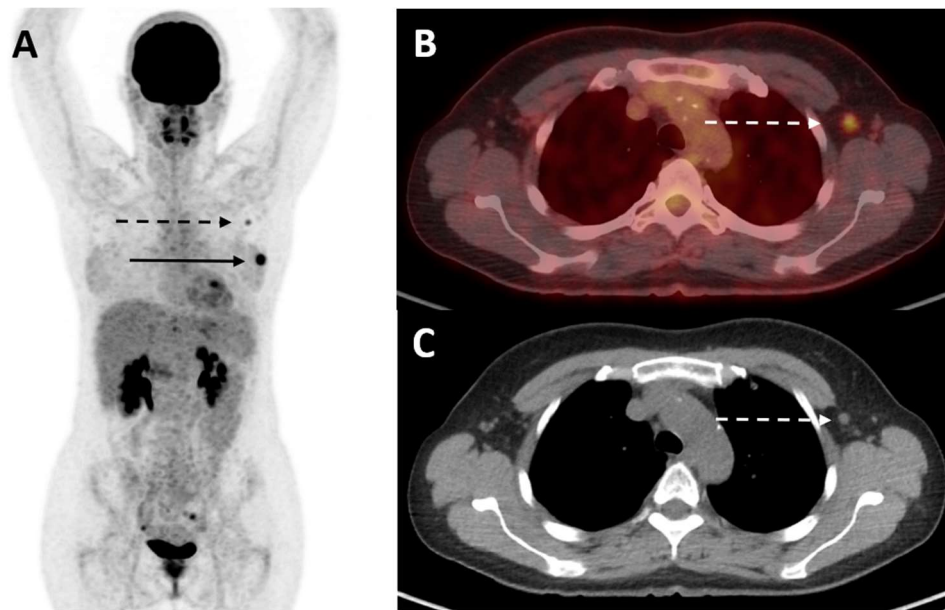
Woman with clinical stage IIA breast cancer upstaged to stage IIB by ^{18}F -FDG-PET/CT. (A) Maximal-intensity-projection PET demonstrated known primary left breast cancer (solid arrow) and previously unknown axillary nodal metastasis (dashed arrow). Axial PET/CT (B) and axial CT (C) through the chest demonstrated axillary lymph node proven by biopsy (dashed arrow).
